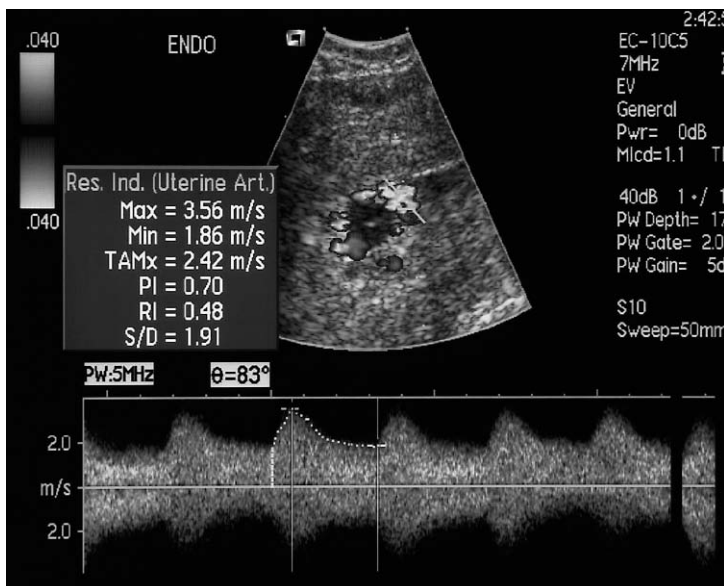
Doppler espectral en la retención de productos de la concepción. El índice de resistencia de 0,48 implica un trofoblasto residual.
